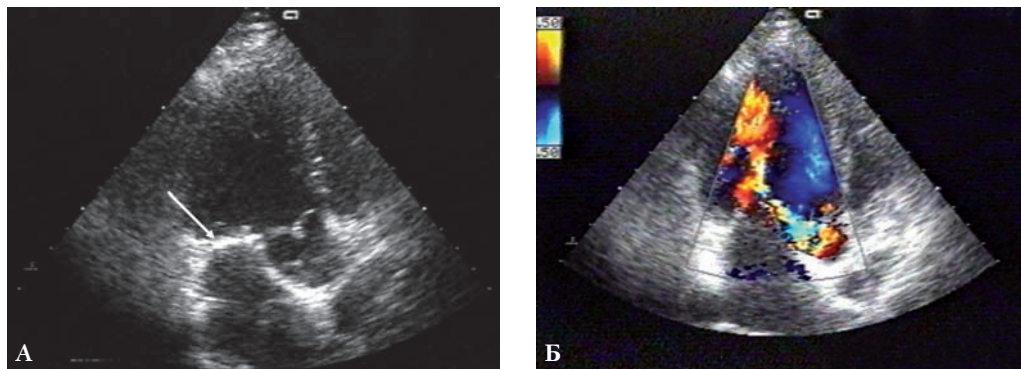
Эхокардиограмма больного К. Визуализируется утолщение створок МК за счет наложения мелких крошковидных вегетаций. Справа – доплерография трансальвулярного кровотока: визуализируется выраженный обратный сброс.
